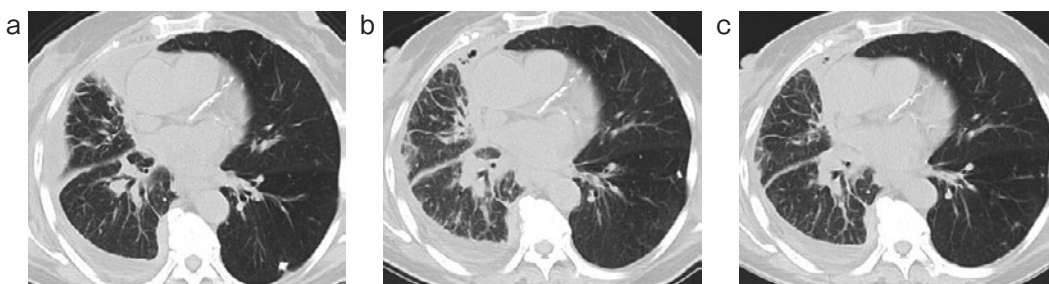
症例1. 胸部単純CT. (a) 癒着術前. (b) 癒着術施行3時間後. 片側性に気管支血管周囲束の肥厚およびすりガラス影を認めた. (c) 癒着術施行後4日後 (ステロイドパルス療法4日後). 片側性の陰影の改善を認めた.
